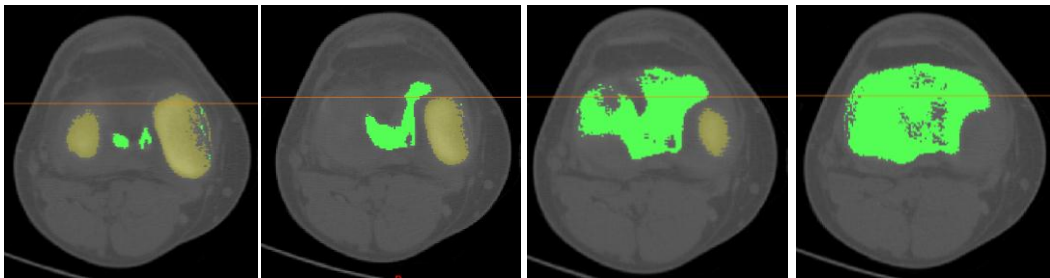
Tomografías con el fémur y tibia separados.
